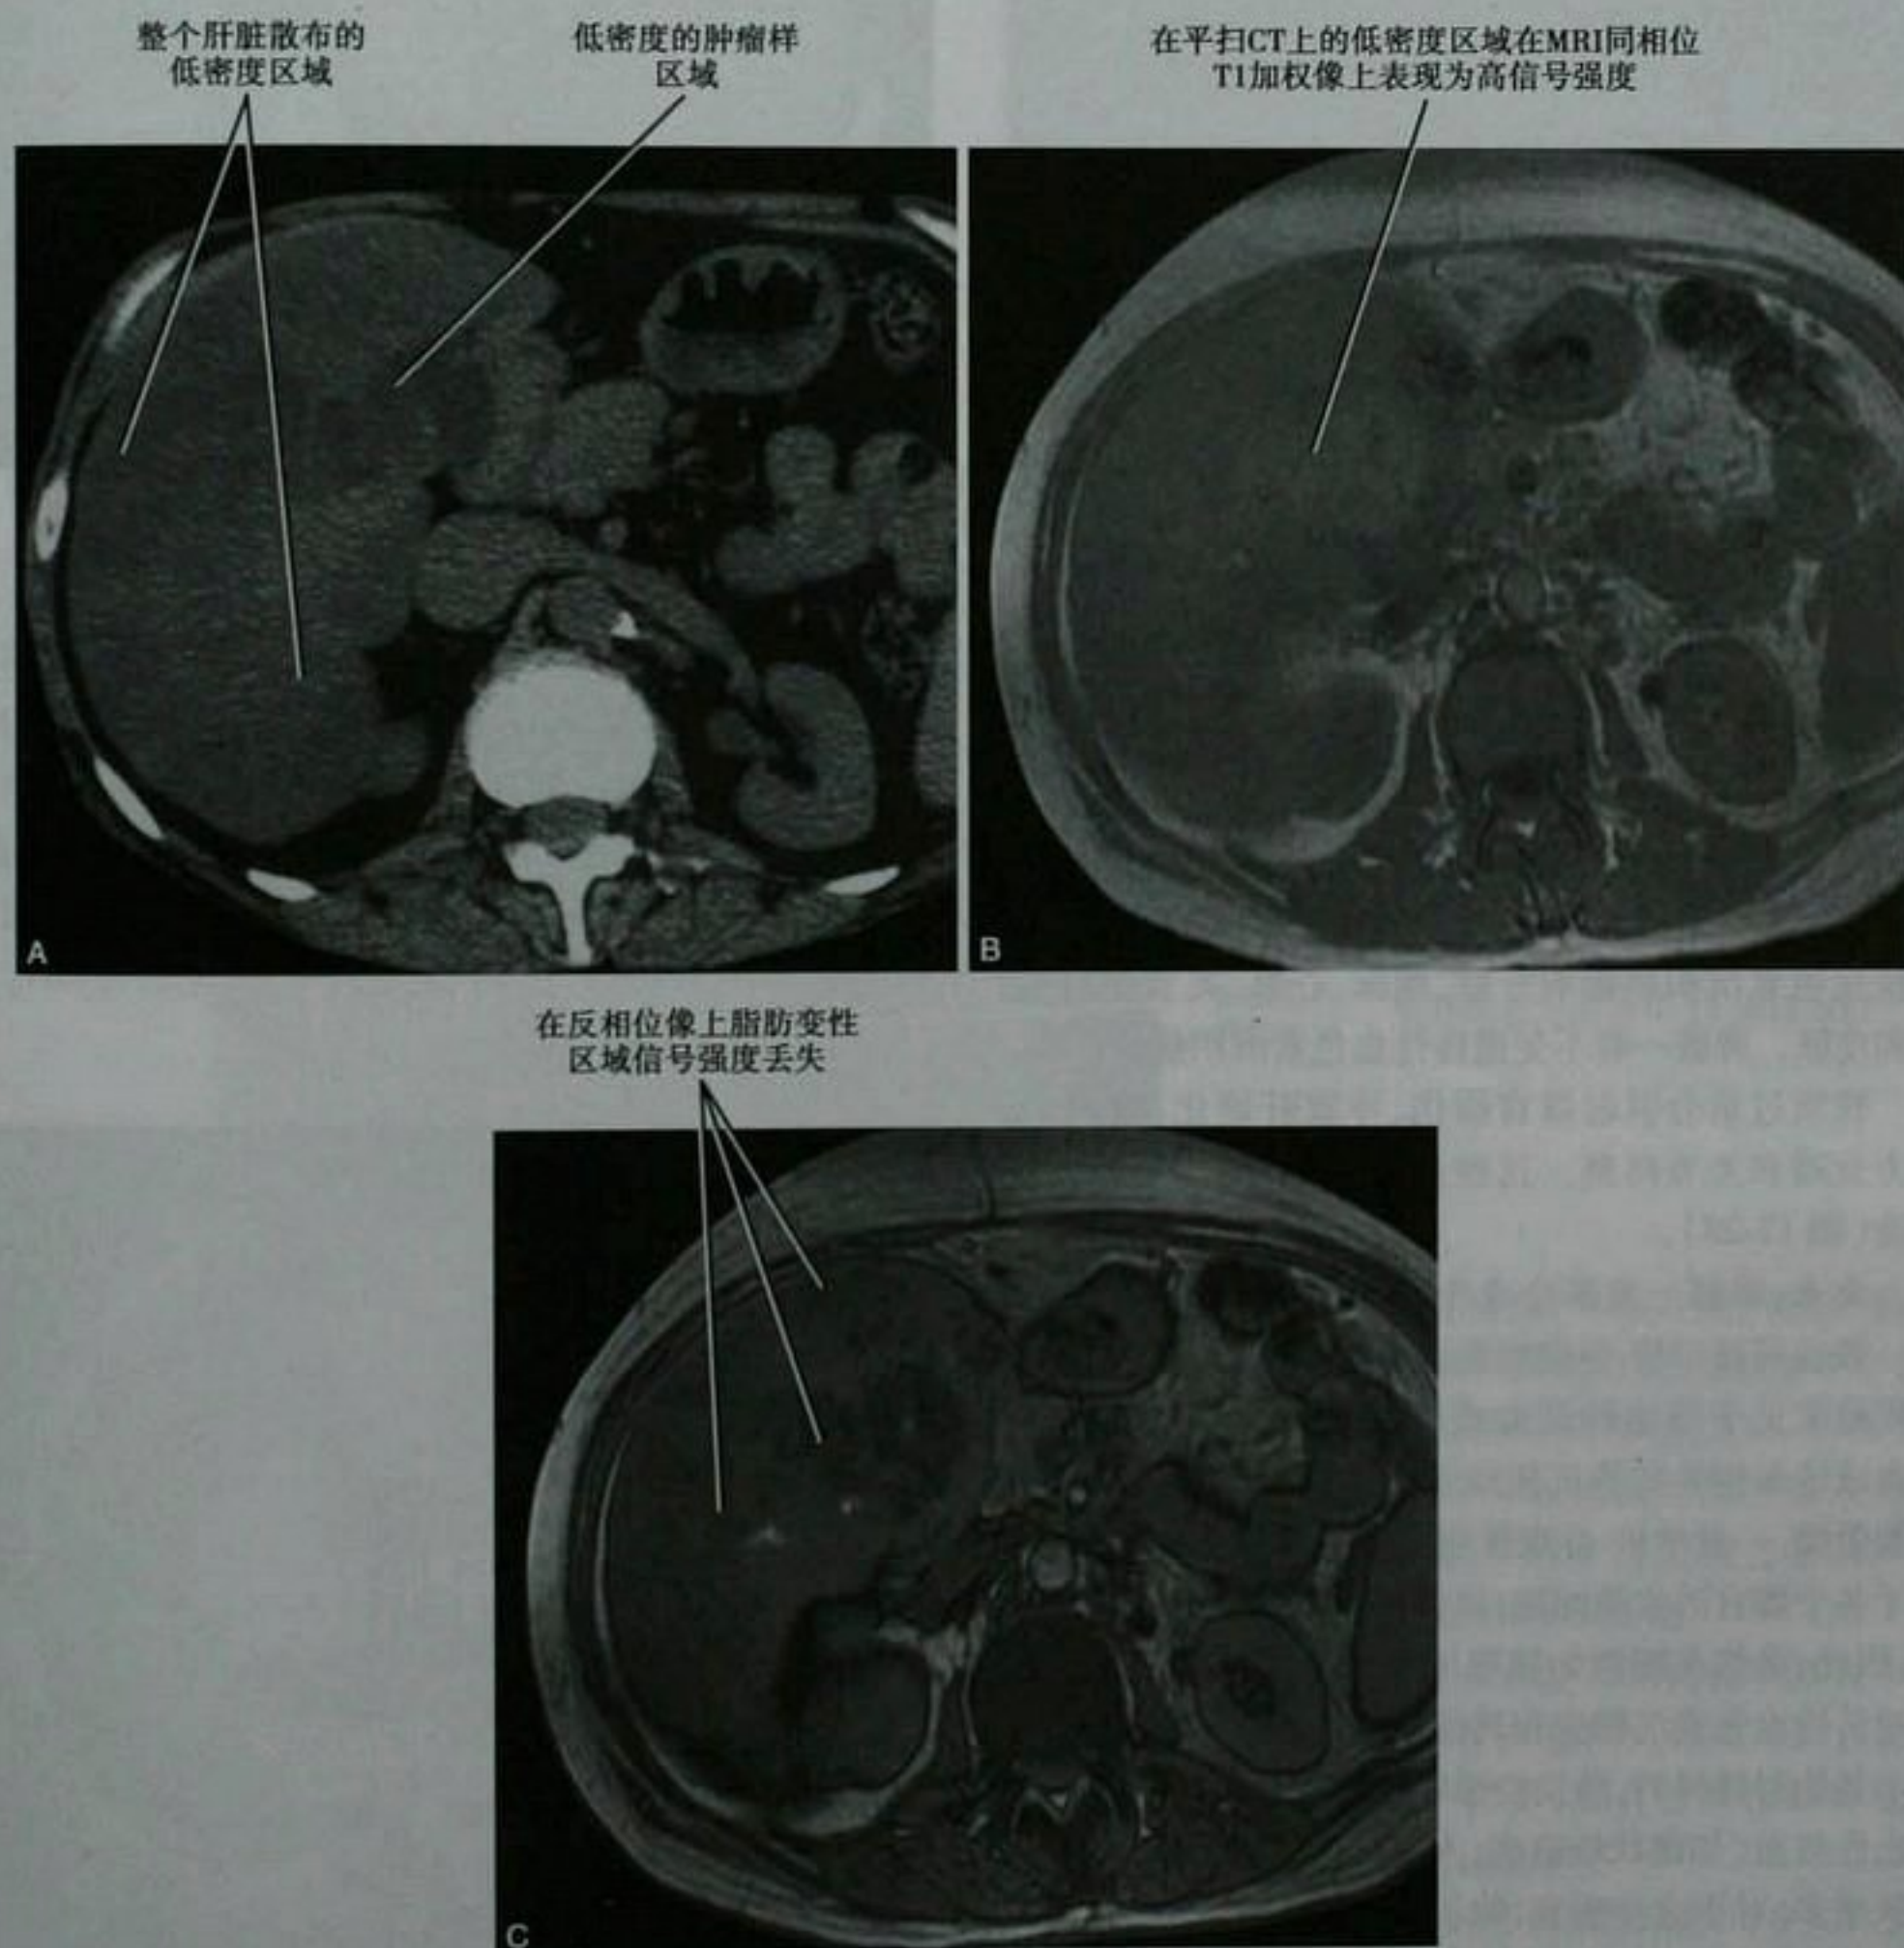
不均匀分布的肝脏脂肪变性患者的肝脏平扫轴位 CT 和同相位(B)和反相位(C) MRI 图像。MRI 检查用于确定 CT 所见为脂肪浸润而非肿瘤。TIW:T1 加权像
